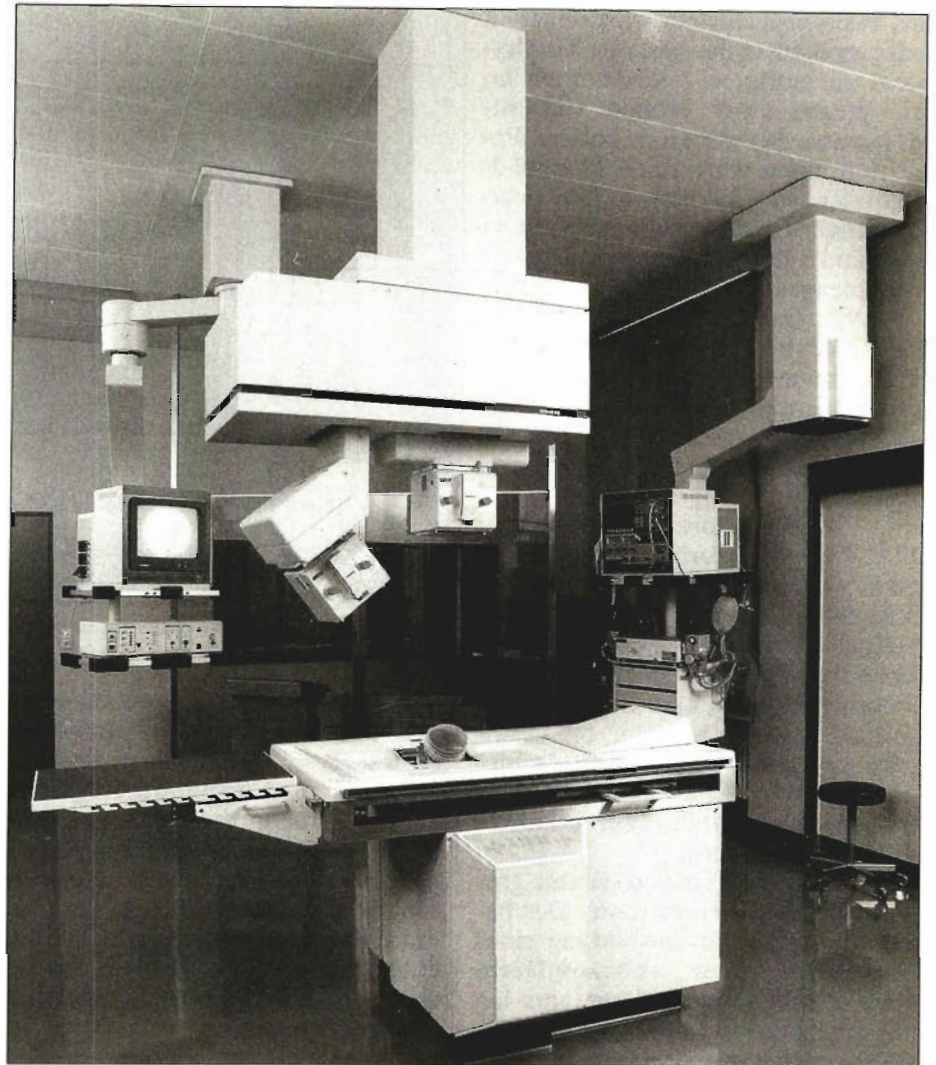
Multifunktionelles Lithotriptorsystem der zweiten Generation. In den Tisch ist die doppelt, für links und rechts ausgelegte Stoßwelleneinheit integriert. Über die Deckenaufhängung sind die beiden Röntgenröhren zur Steinlokalisierung in fester Position zum Tisch fixiert
